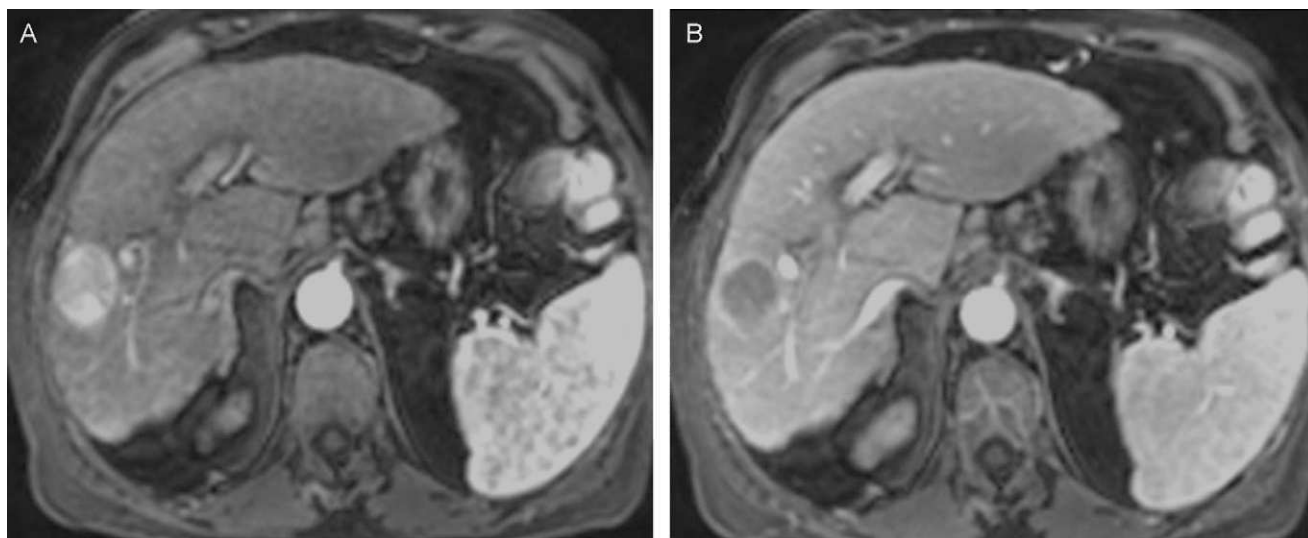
CHC de 30mm en LHD con un patrón vascular característico. Estudio RM dinámico. A) Fase arterial, la lesión se realza intensamente en relación al hígado de vecindad. B) Fase portal, el nódulo lava su contraste más rápidamente que el hígado circundante.
